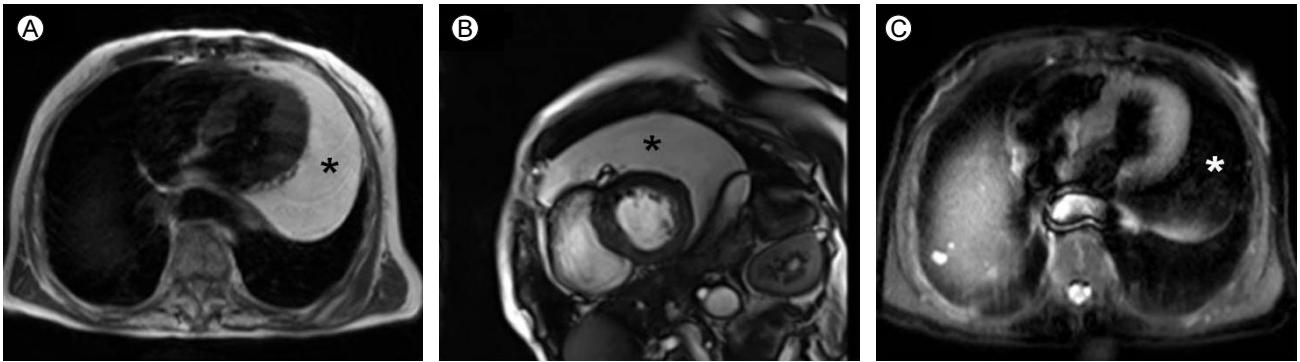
Long axis (A) and short axis (B) views produced by cardiac magnetic resonance imaging showed a roughly 10.5 x 10.8 x 13.5 cm³-sized, well-demarcated homogeneous mass within the pericardial space with a high signal intensity, comparable to that of subcutaneous fat. Fat suppression in the long axis view (C) revealed a homogeneous signal decrease in both subcutaneous fat and the pericardial mass. The asterisk (*) indicates the pericardial lipoma.
